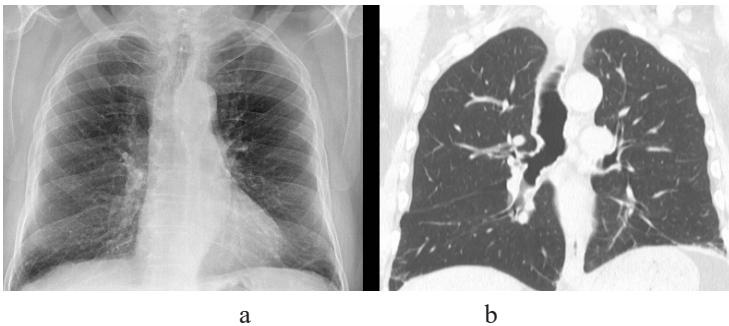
Екстраплевральний жир. (а) Рентгенограма грудної клітини показує потовщення м'якої тріщини з відносно низьким ослабленням, що простягається симетрично хвилеподібно вздовж грудної стінки з двох боків. (б) Зображення корональної КТ підтверджує ослаблення жиру.
